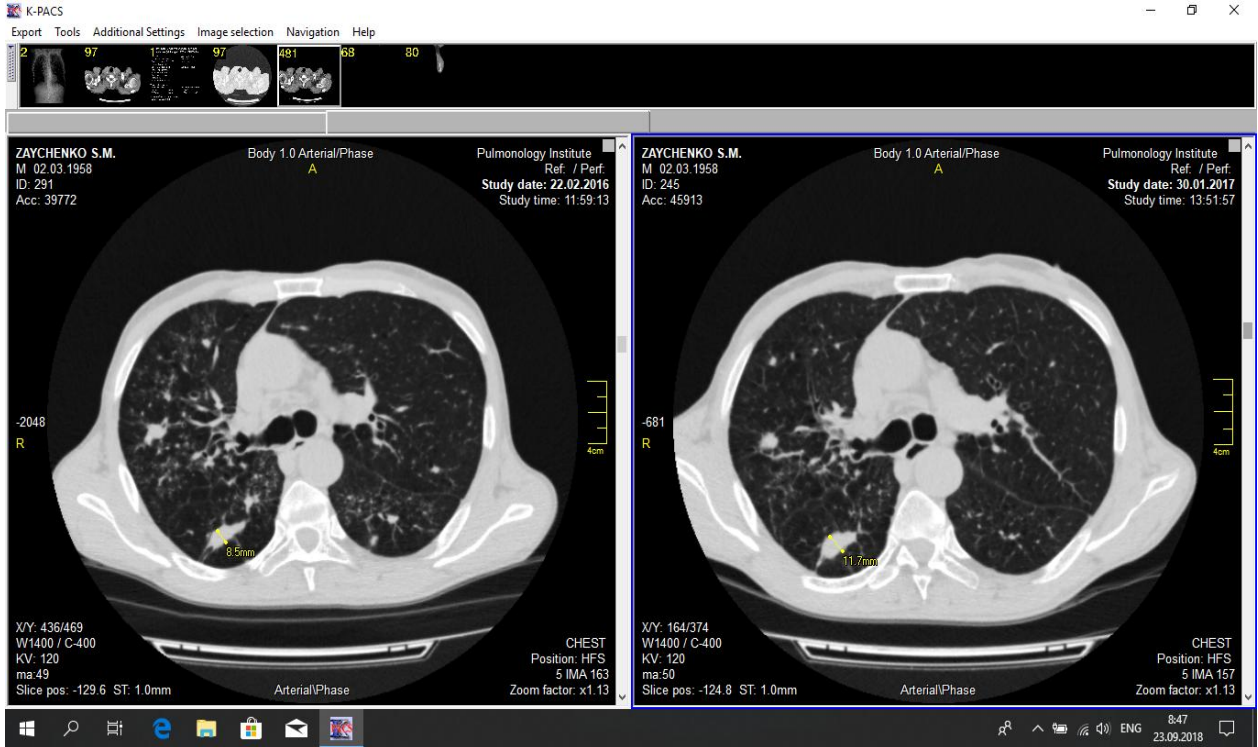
7. Аксіальні зрізи КТ хворого К. Зліва – КТ після завершення інтенсивної фази лікування, зправа – КТ після завершення основного курсу лікування
